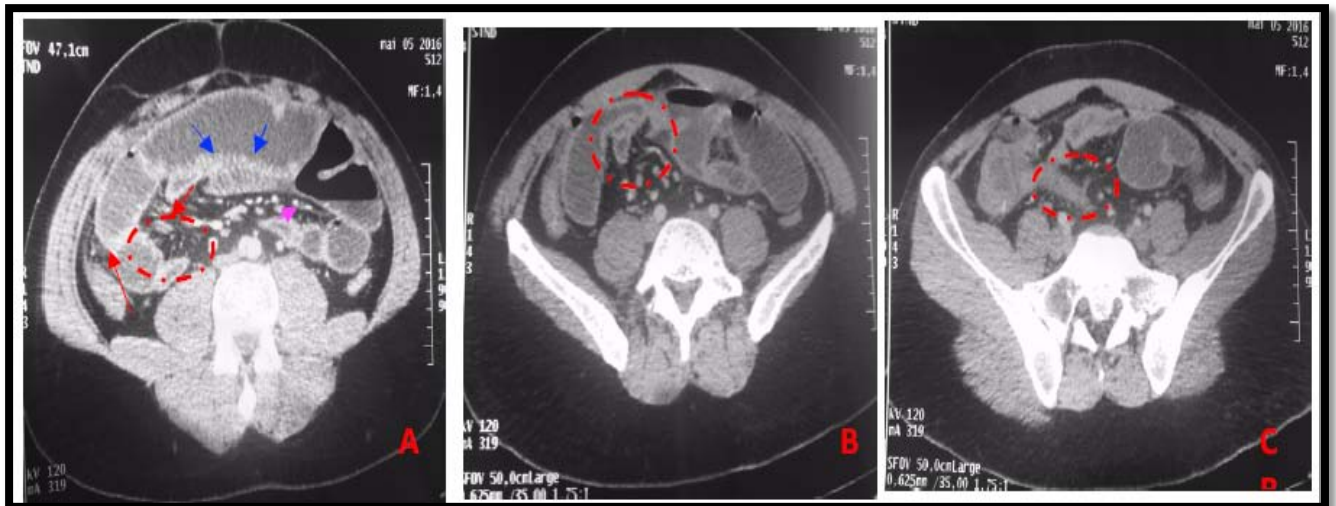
TDM C+ coupes axiales : occlusion intestinale sur appendicite aigue :
